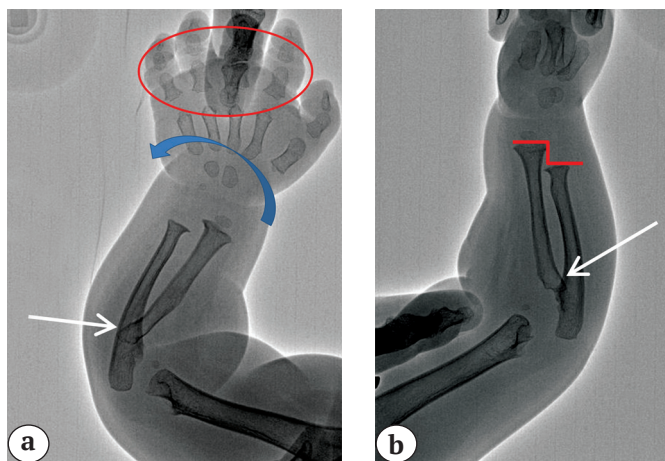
Рентгенограммы предплечья и кисти пациента 2 в прямой (а) и боковой (b) проекциях: относительное укорочение локтевой кости (красная линия); тыльный подвывих головки лучевой кости (белые стрелки); ульнарная девиация кисти (синяя стрелка); короткие широкие основные и средние фаланги пальцев кисти (обведено красным)
